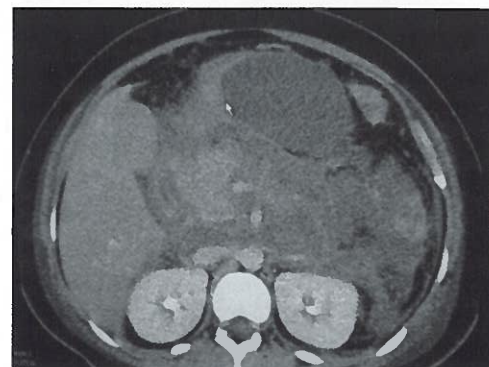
CT obraz edematózne AP
